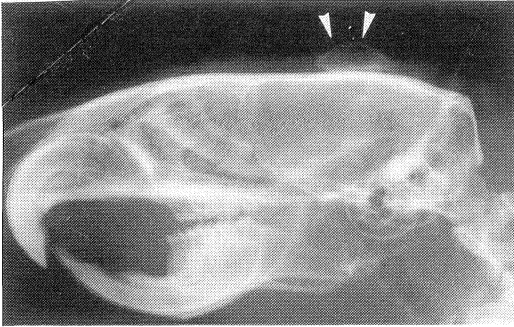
Roentgenogram of a day-14 implant of single subperiosteal injection.
